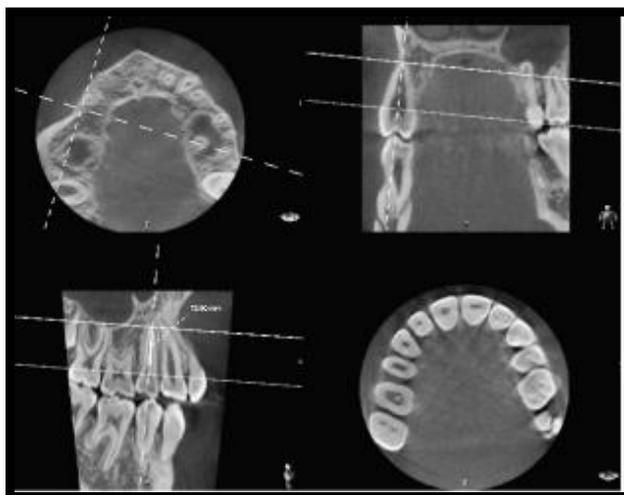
Cortes tomográficos axial, coronal y sagital para determinar el CEJ. Lund H (2010) Cone beam computed tomography for assessment of root length and marginal bone level during orthodontic treatment. Angle Orthod
